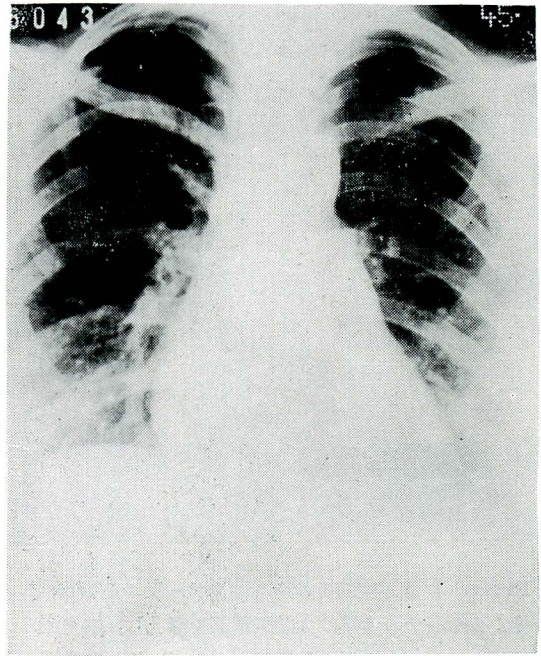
症例2の胸部X線像：左第2弓の軽度の膨隆と、軽度の肺門部血管陰影の増強がみられる。
